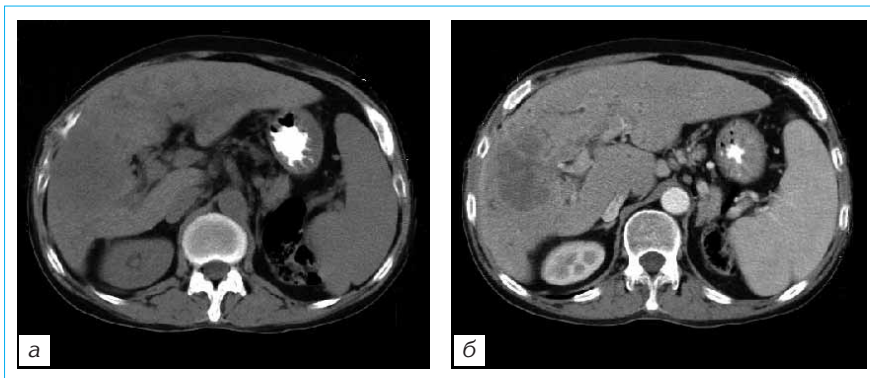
При КТ-сканировании обнаружена ГЦК правой доли печени (а); после введения контрастного вещества опухолевый узел выявляется более отчетливо и имеет неоднородную структуру (б)
